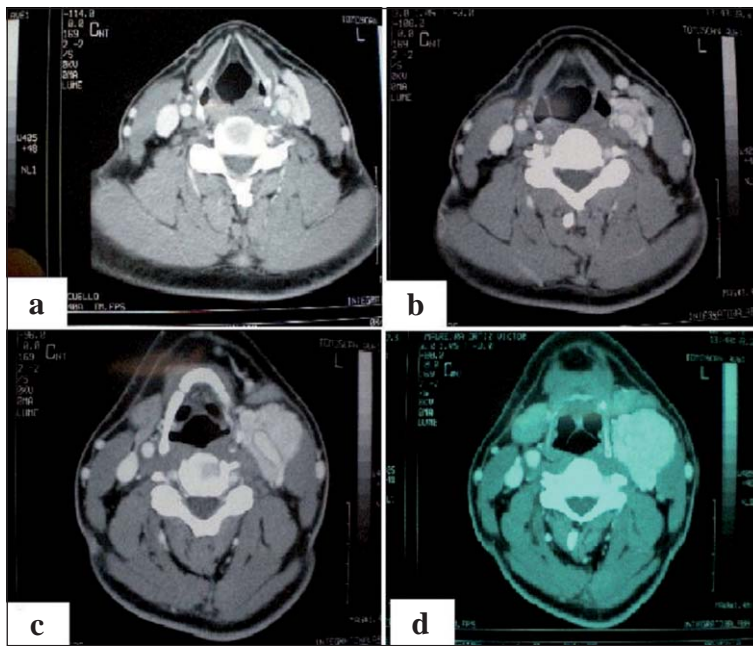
TAC de cabeza y cuello con contraste. a, b) Masa hipervascularizada correspondiente a tumor de cuerpo carotídeo que compromete y engloba a arteria carótida común y su bifurcación. Realce homogéneo e intenso con contraste; c, d) Bifurcación carotídea incluida dentro del tumor.
